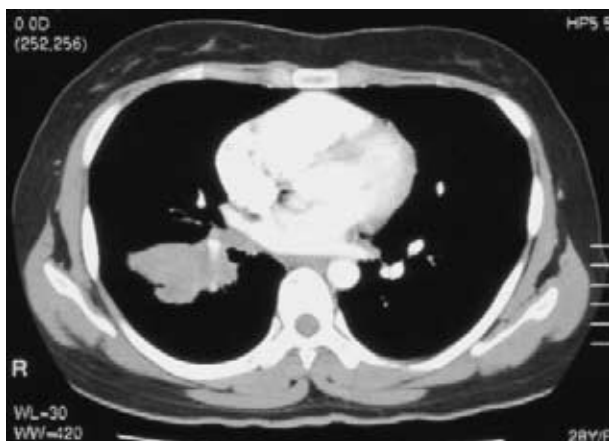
Chest CT shows a tumor in the right lower lobe and hilar lymphadenopathy.
